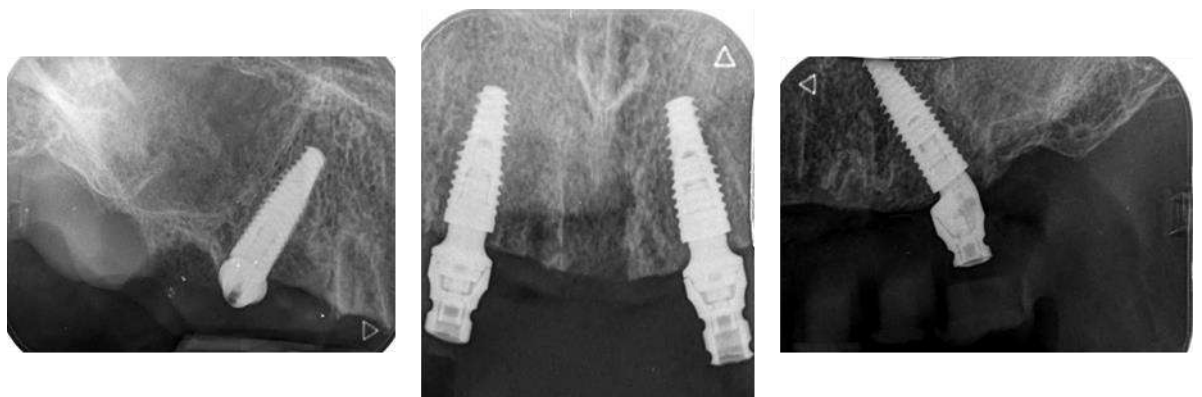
Radiografía de implantes Helix con Mini Pilares Grand Morse rectos anteriores y angulados a 17° en zonas posteriores
